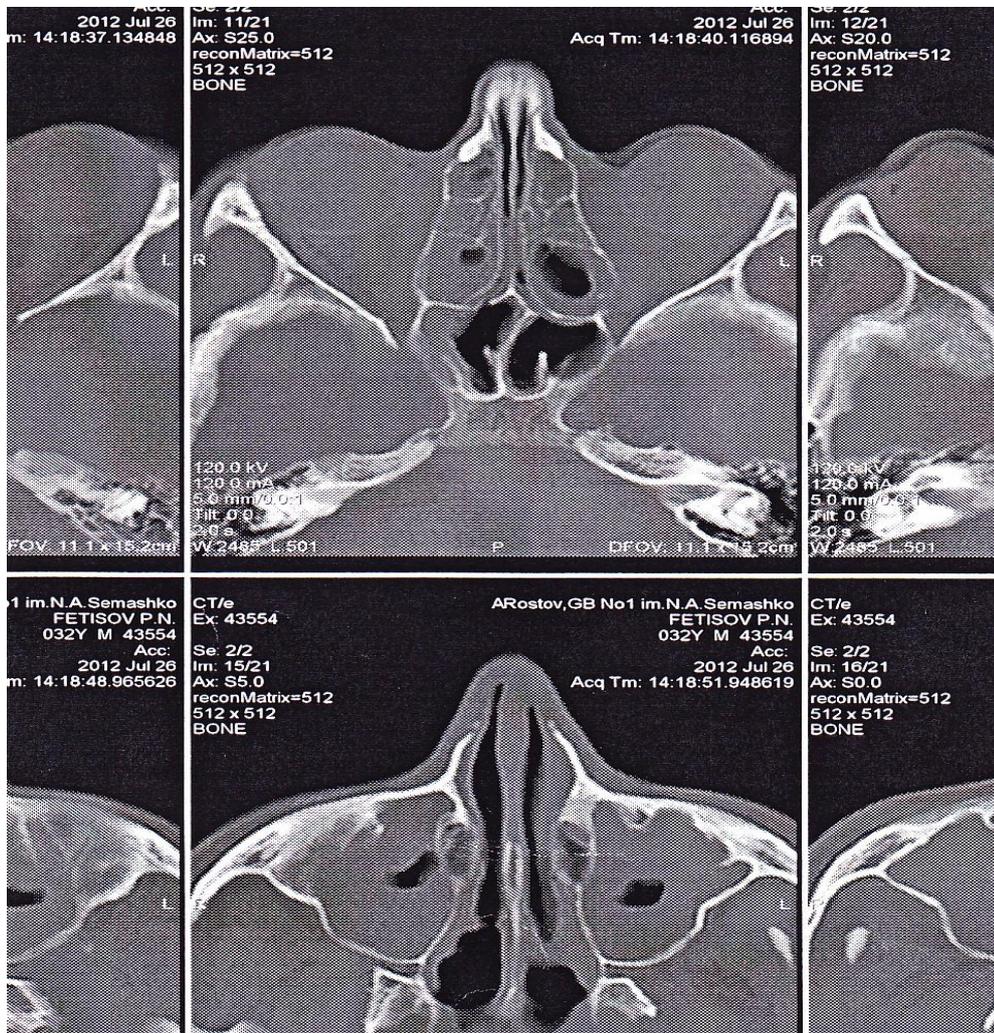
КТ Больного Ф., 32 лет.
